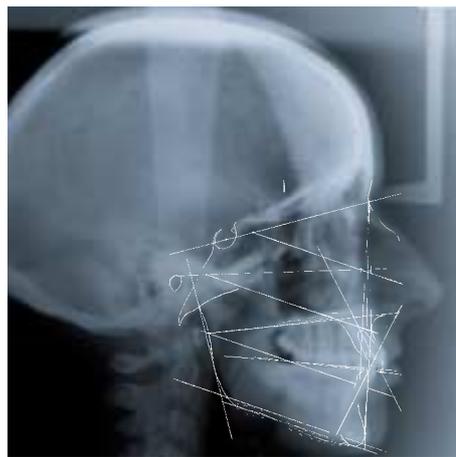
Teleradiografia finale
